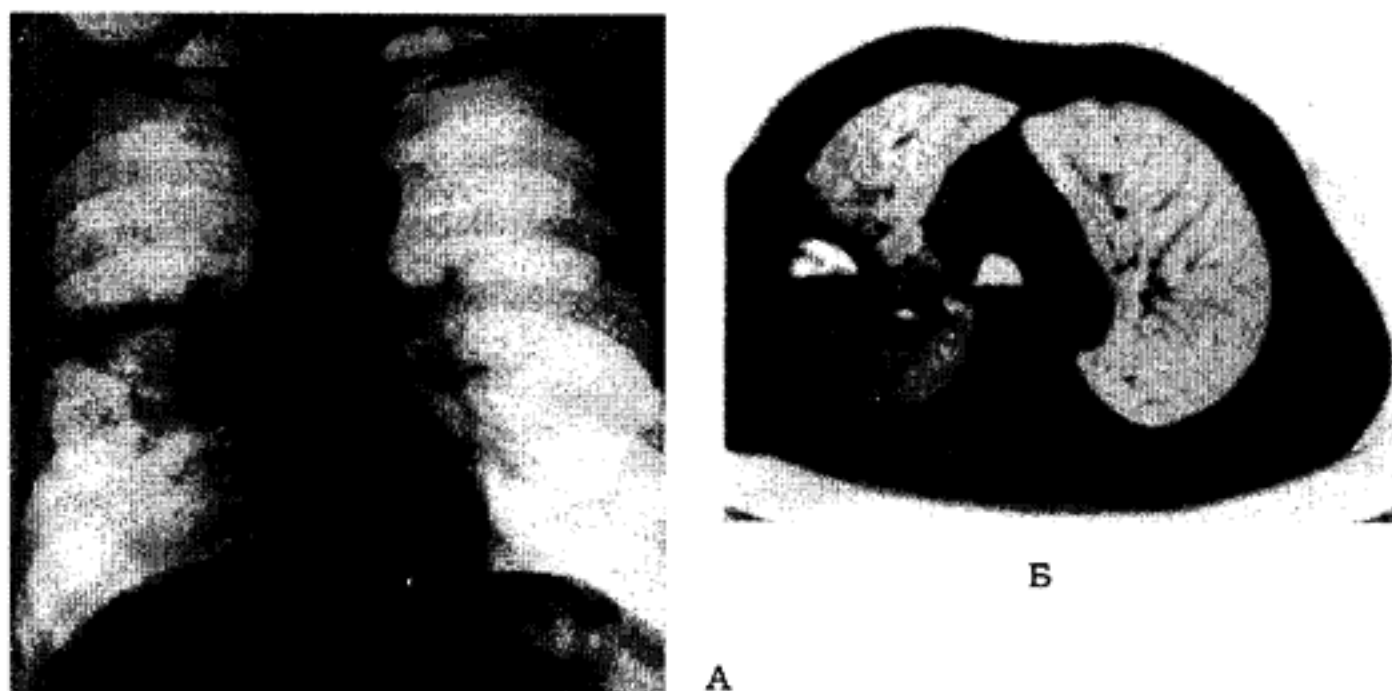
Хронічний абсцес правої легені. Оглядова рентгенограма грудної клітки, пряма проекція (А). Фрагмент комп'ютерної томограми (Б).
